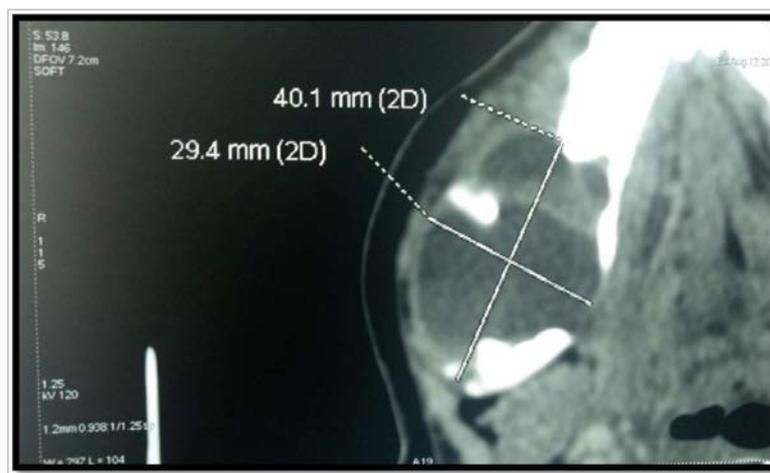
TDM crano-faciale en coupe axiale : volumineuse masse ostéolytique au niveau de la branche horizontale droite avec rupture de la corticale d'allure bénin (Iconographie du service maxillo-facial hôpital militaire Avicenne Marrakech)
